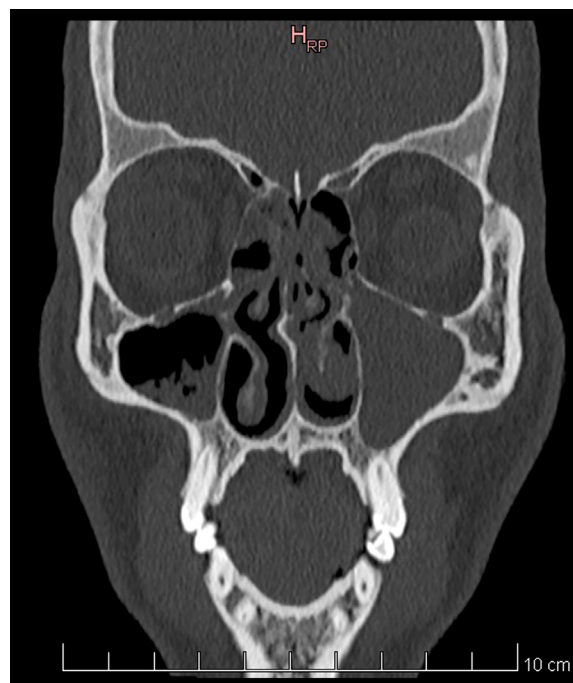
Tomografía simple de senos paranasales, se observa desvío septal en s itálica, sinusitis etmoidal y maxilar izquierda.
